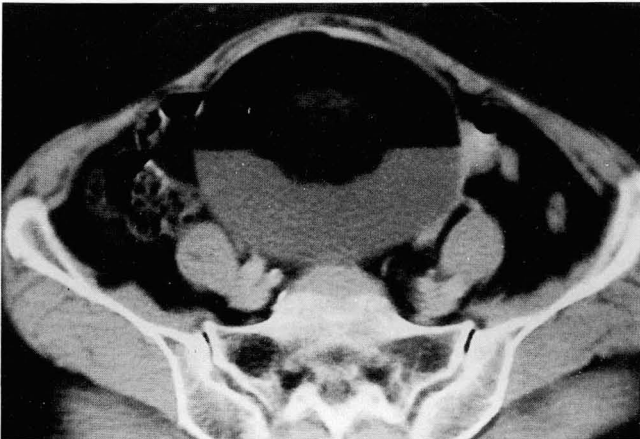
Mature teratoma with malignant transformation, type III A, 62 years old. CT scan shows a large cystic mass with fat-fluid level and a floating hair-sebum ball. Surgery shows a focal area of squamous cell carcinoma transformed from mature teratoma.
